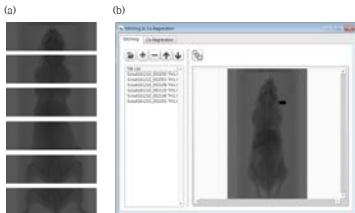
X선 영상 스티칭 (a) Raw data (b) 개발 프로그램을 통한 스티칭 결과
